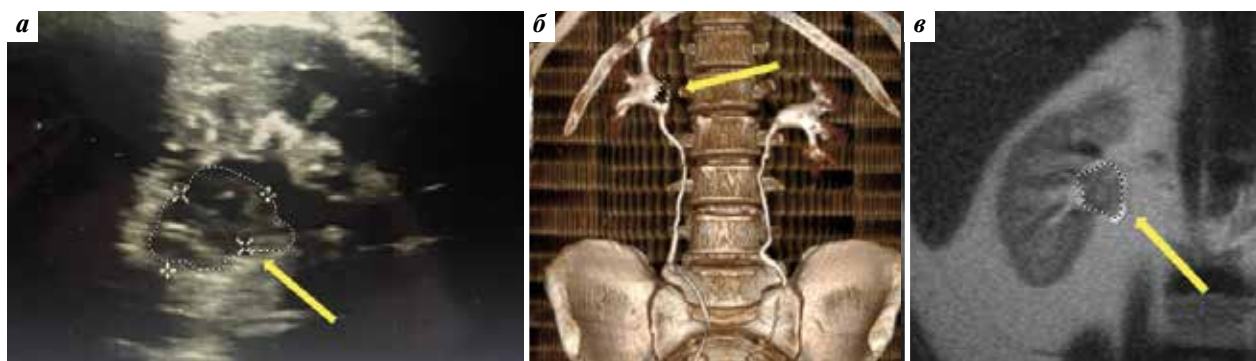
Лучевые методы обследования: а — ультразвунограмма (стрелкой обозначено образование лоханки); б — компьютерная томограмма, экскреторная фаза (дефект заполнения соответствует новообразованию (стрелка)); в — магнитно-резонансная томограмма (пунктирной линией и стрелкой выделена опухоль лоханки)
